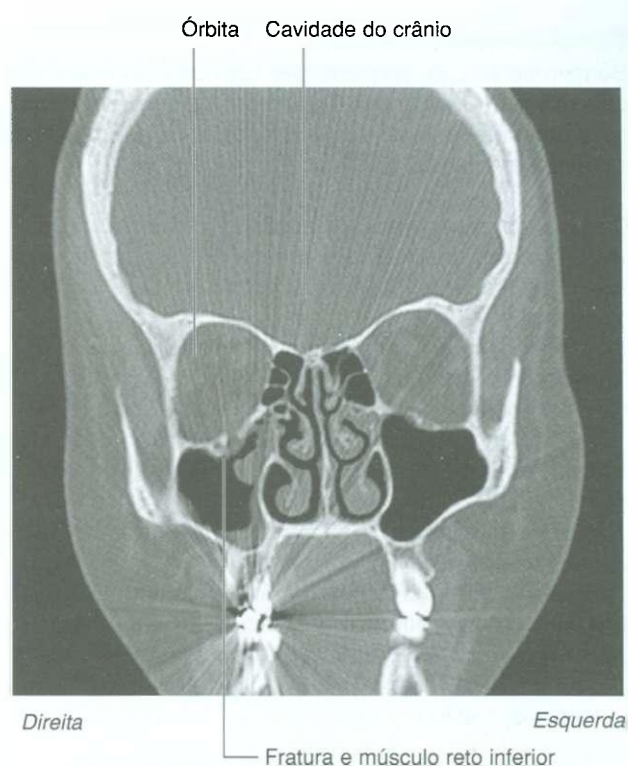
TC coronal demonstrando fratura da órbita.
